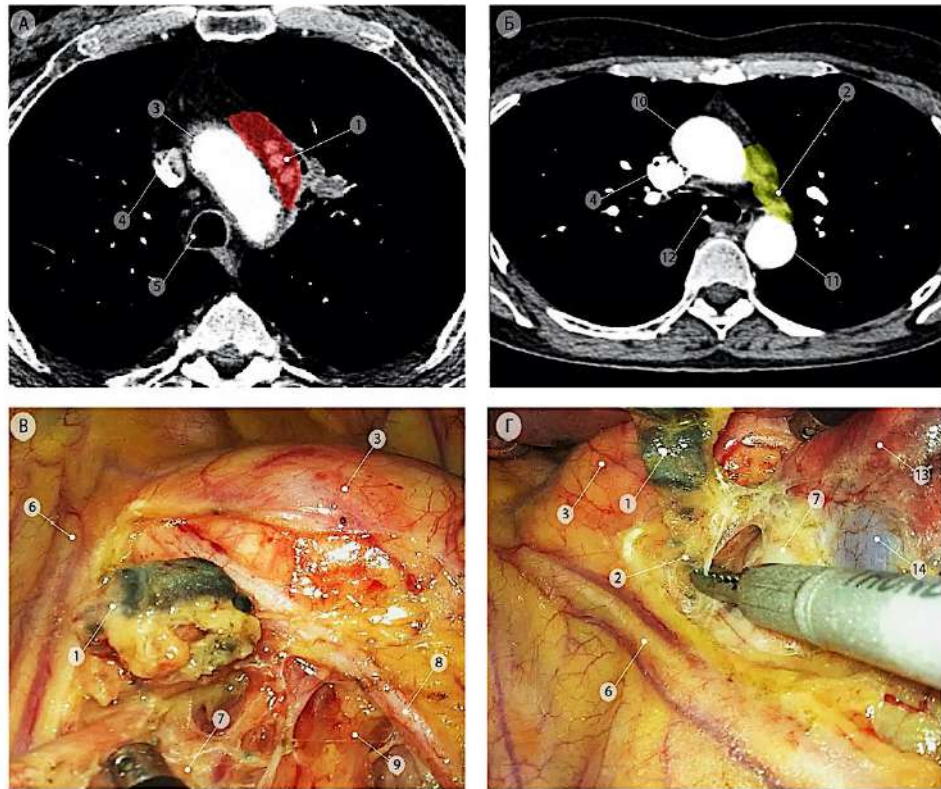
Лимфатические узлы аортопульмональной зоны (группы 5 и 6). а, б – компьютерные томограммы (аксиальная проекция), красным цветом отмечена группа 6, желтым цветом – группа 5 лимфатических узлов; в, г – интраоперационные эндоскопические фотографии, удаление блока субаортальных и парааортальных лимфатических узлов. 1 – парааортальные лимфатические узлы (группа 6); 2 – субаортальные лимфатические узлы (группа 5); 3 – дуга аорты; 4 – верхняя полая вена; 5 – трахея; 6 – левый диафрагмальный нерв и левые перикардио-диафрагмальные сосуды; 7 – левая лёгочная артерия; 8 – левый блуждающий нерв; 9 – левый главный бронх; 10 – восходящая часть аорты; 11 – нисходящая часть аорты; 12 – бифуркация трахеи; 13 – верхняя доля левого лёгкого; 14 – левая верхняя лёгочная вена
